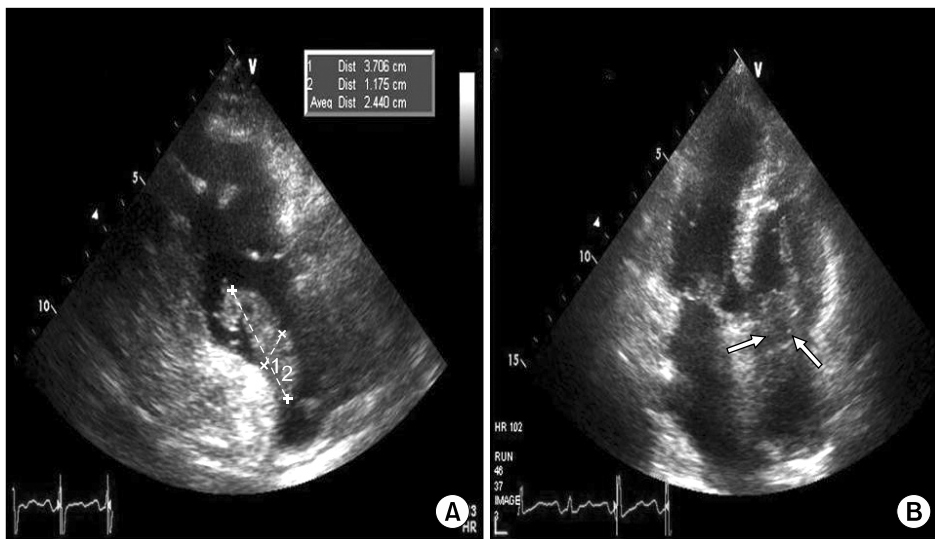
(A) Transthoracic echocardiography before heparinization. (B) The apical four chamber view showed the free floating thrombus through tricuspid valve (arrow).
